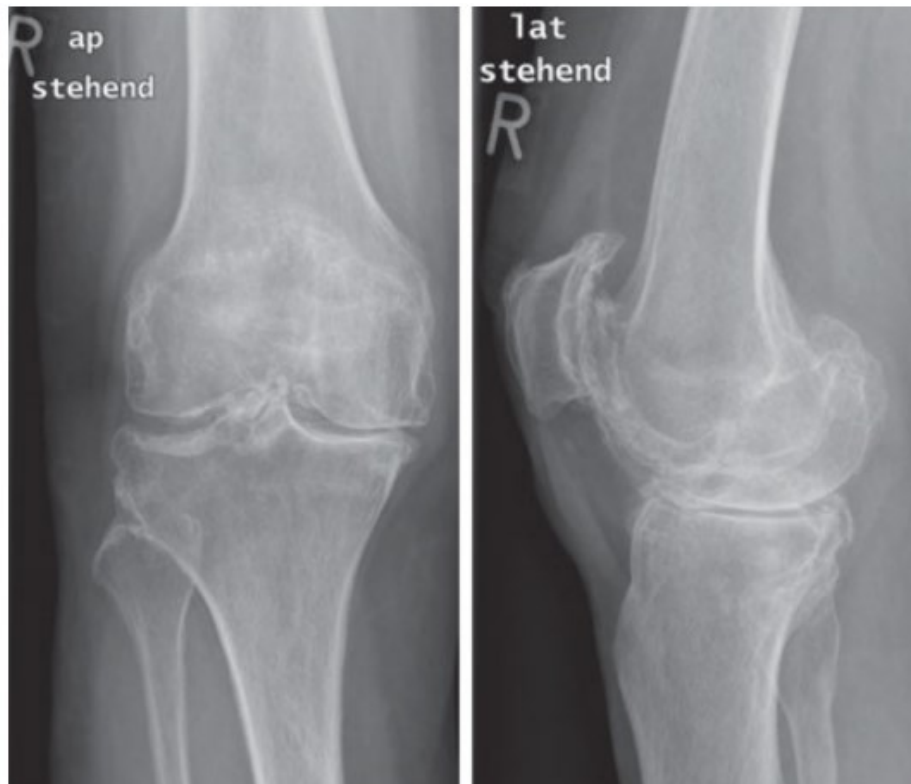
Röntgenaufnahme einer Pangonarthrose (2)
